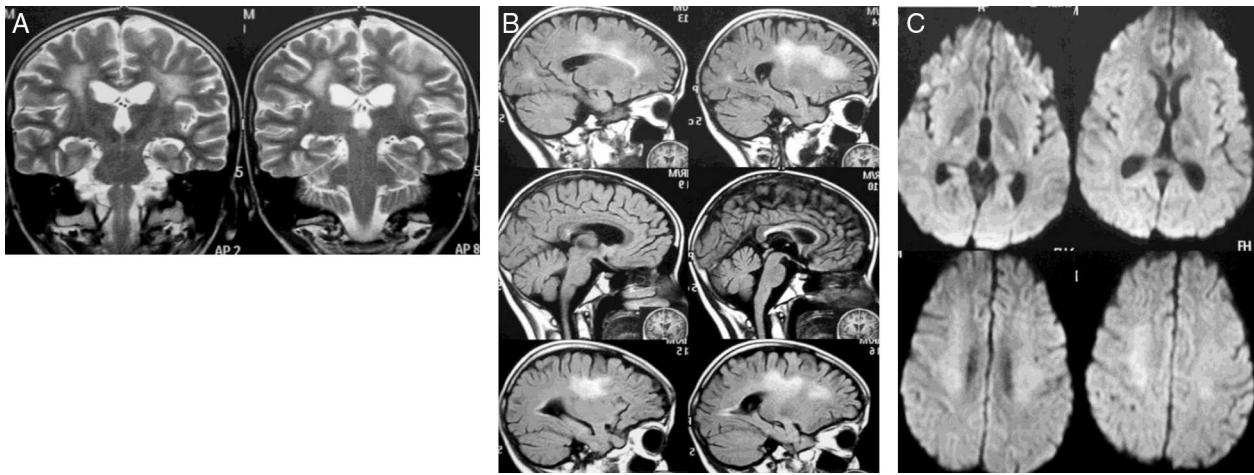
En el estudio de control, 4 meses después del primero, se obtuvieron imágenes por RM encontrando reducción importante de las alteraciones de señal mejor definidas en secuencias T2 (coronal T2 [A], FLAIR sagital [B]), lo mismo que la restricción de la difusión (DWI) (C), mejoría más notoria del compromiso multifocal izquierdo persistiendo distribución simétrica en la sustancia blanca frontoparietal de las hiperdensidades, que representan cambios de edema y restricción de la difusión.
